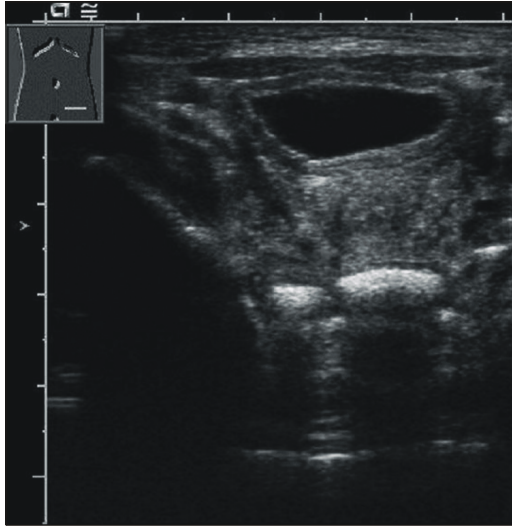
Transverse abdominal sonography of case 3 shows hyperechoic intraluminal meconium plugs in the rectum and sigmoid colon.
